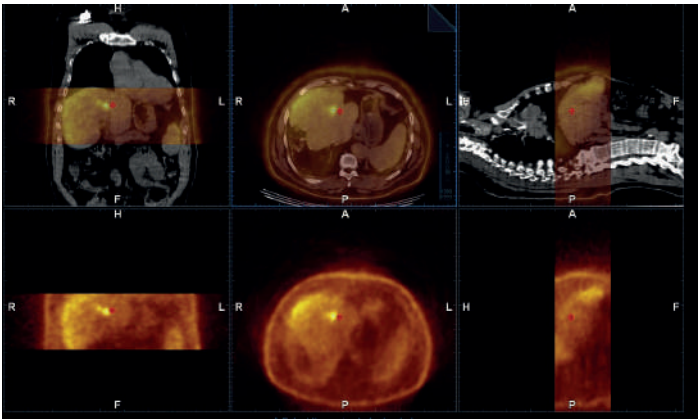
Подготовка процедуры совмещения изображений, с помощью функции автоматического сопряжения серий изображений, полученных в формате DICOM от других модальностей, и УЗИ изображений.
